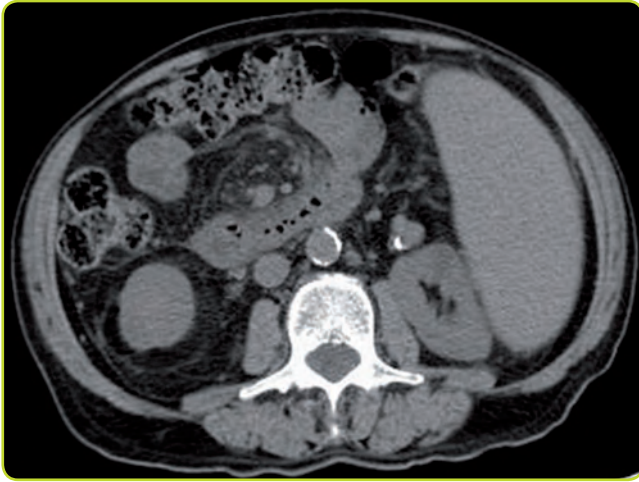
Esplenomegalia. TC. Obsérvese cómo el bazo desplaza al riñón izquierdo.
